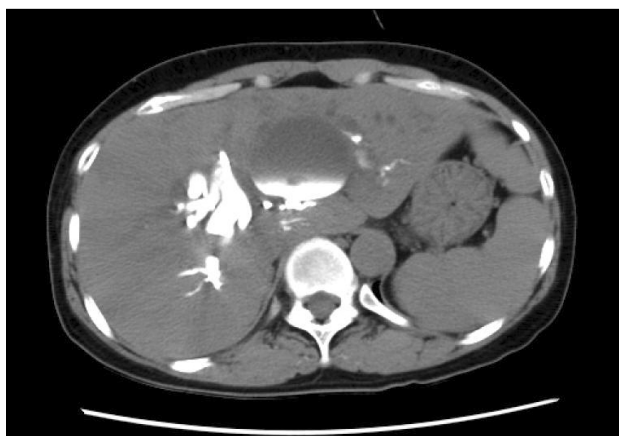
CT scan showed contrast filled the left hepatic cyst.
